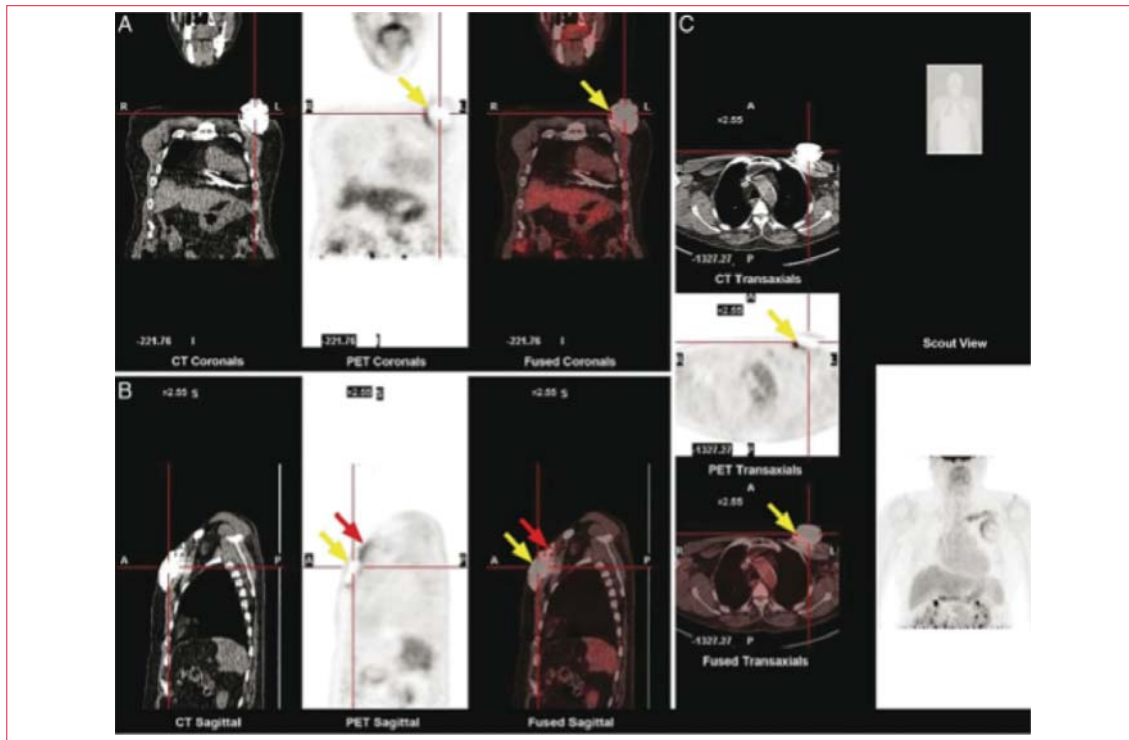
PET-TC de un caso con sospecha de infección del bolsillo del dispositivo. Ejemplo de una imagen de PET/TC F¹⁸-FDG en un paciente con dolor en el sitio del bolsillo del generador. (A) Aumento de la captación de FDG visible en la región del bolsillo prepectoral izquierdo en las vistas coronales (flechas amarillas). (B) En el plano sagital se puede observar un aumento de la captación de FDG en la cara muscular del generador prepectoral (flechas amarillas) y a lo largo de la porción proximal de las derivaciones (flechas rojas). (C) En la cara muscular del bolsillo generador se ve un aumento de la captación de FDG (flechas amarillas). Reproducido con permiso de Ahmed y colaboradores⁽³⁷⁾
